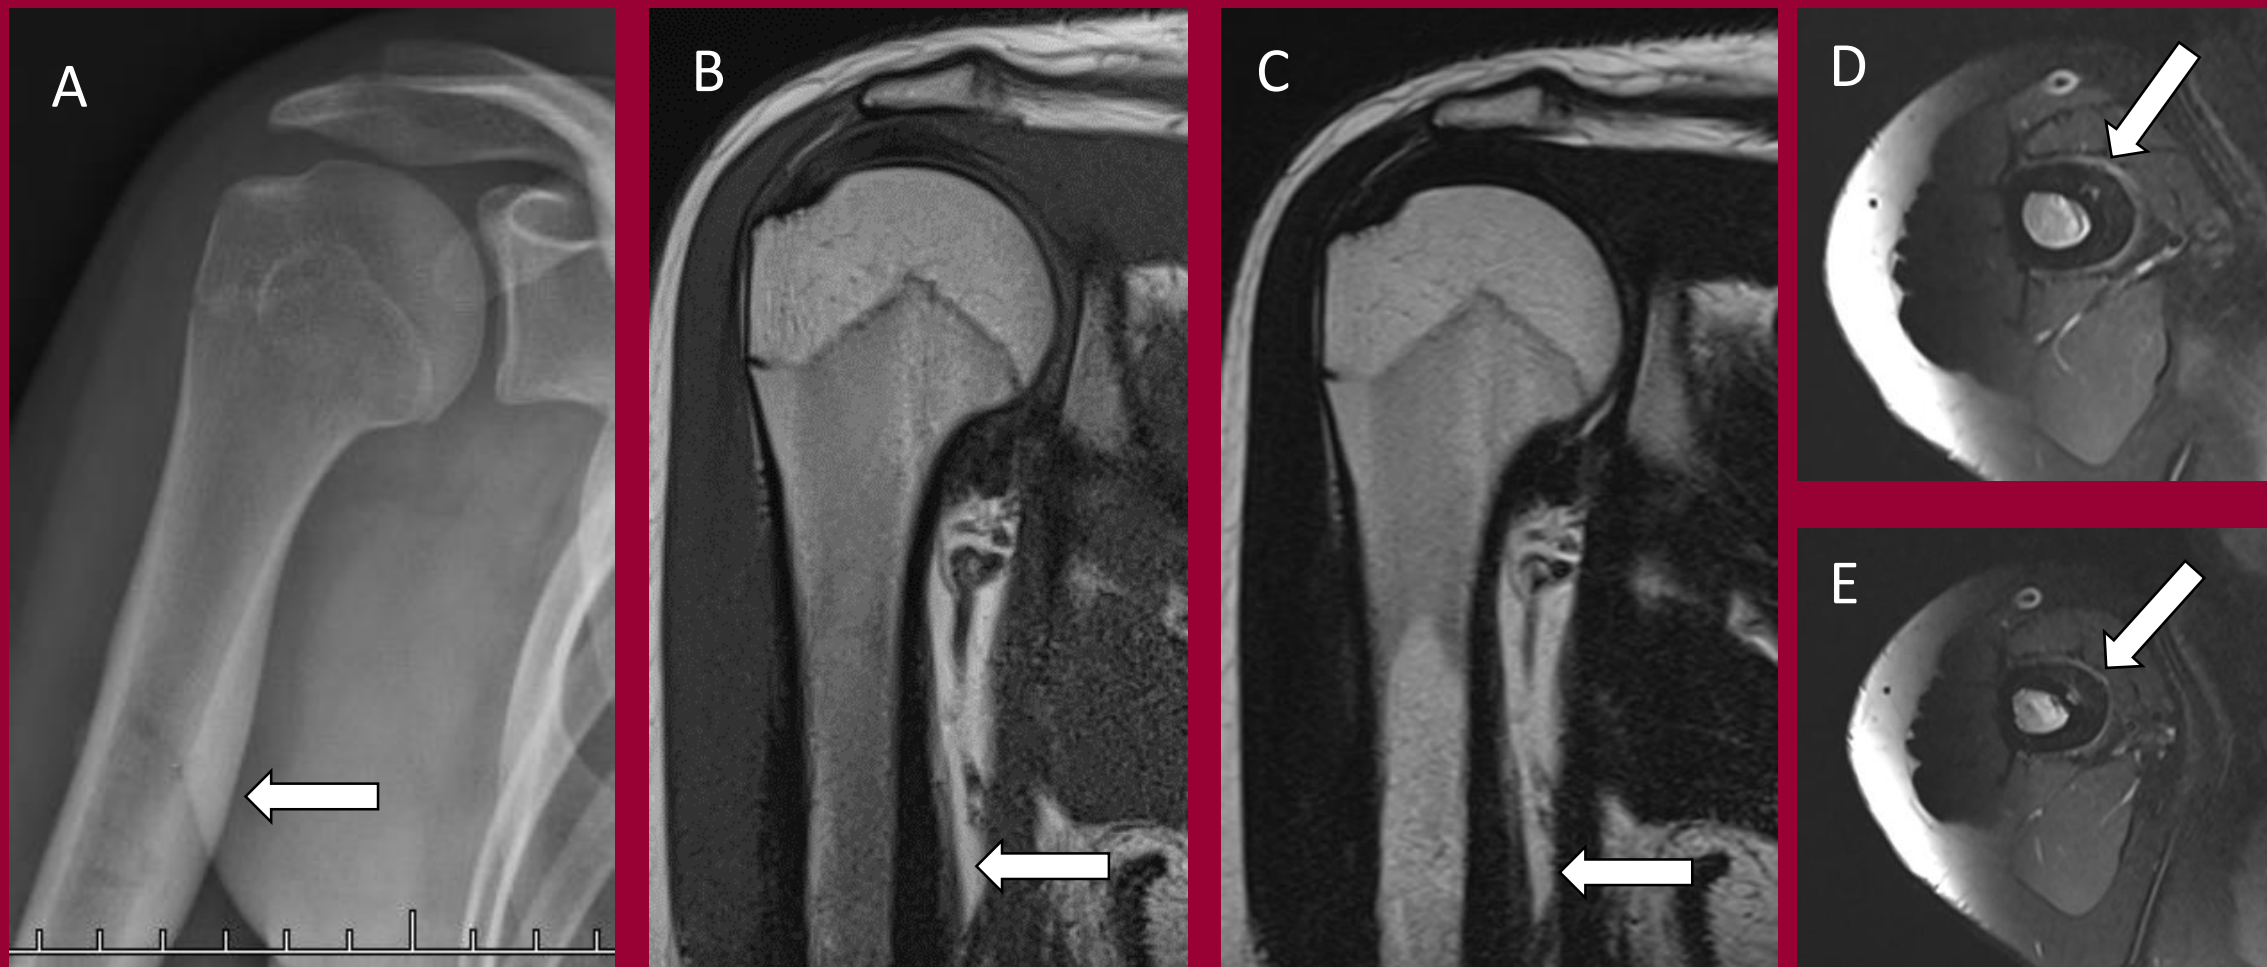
Control al mes post-radiofrecuencia. (A) Radiografía de humero de frente. Resonancia de hombro (B) secuencia T1 corte coronal, (C) secuencia T2 corte coronal, (D y E) secuencia STIR corte axial. Engrosamiento cortical en situación medial, de 3 mm de espesor, sin evidencia de nido (flecha) en lesión superior (D) e inferior (E).
